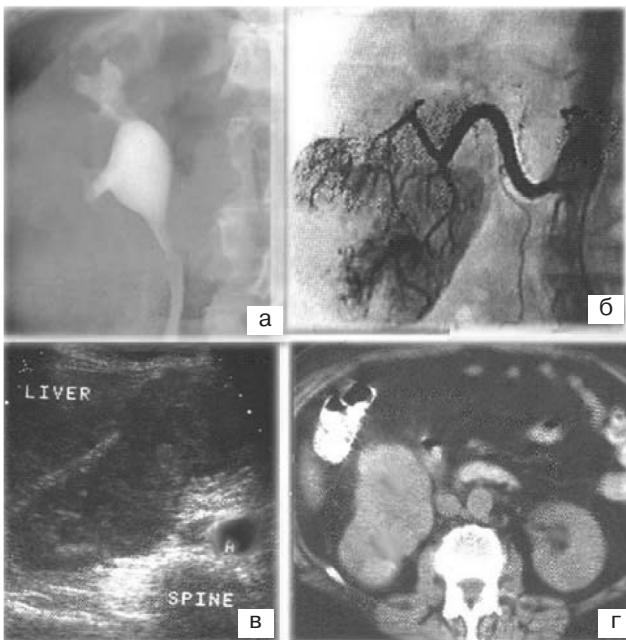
Нирковоклітинний рак, що деформує зовнішній контур нирки і стискає ниркові чашечки. Ретроградна урограма (а) — ампутація нижньої групи чашечок, ангиограма (б) — пухлинна сітка судин, УЗ (в), КТ (г) — збільшення, горбистість нирки, стиснення та деформація центрального комплексу
